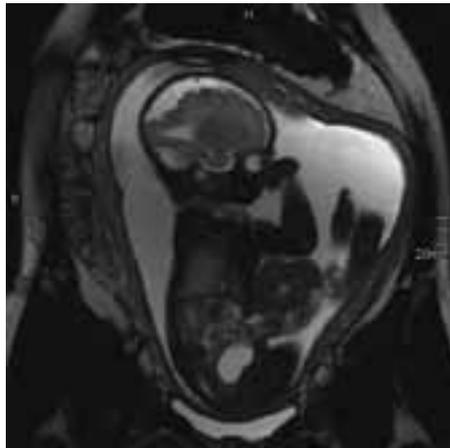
MRT eines Feten mit Bauchdeckende-fekt: Darm- und Leberanteile liegen außerhalb der Bauchhöhle
